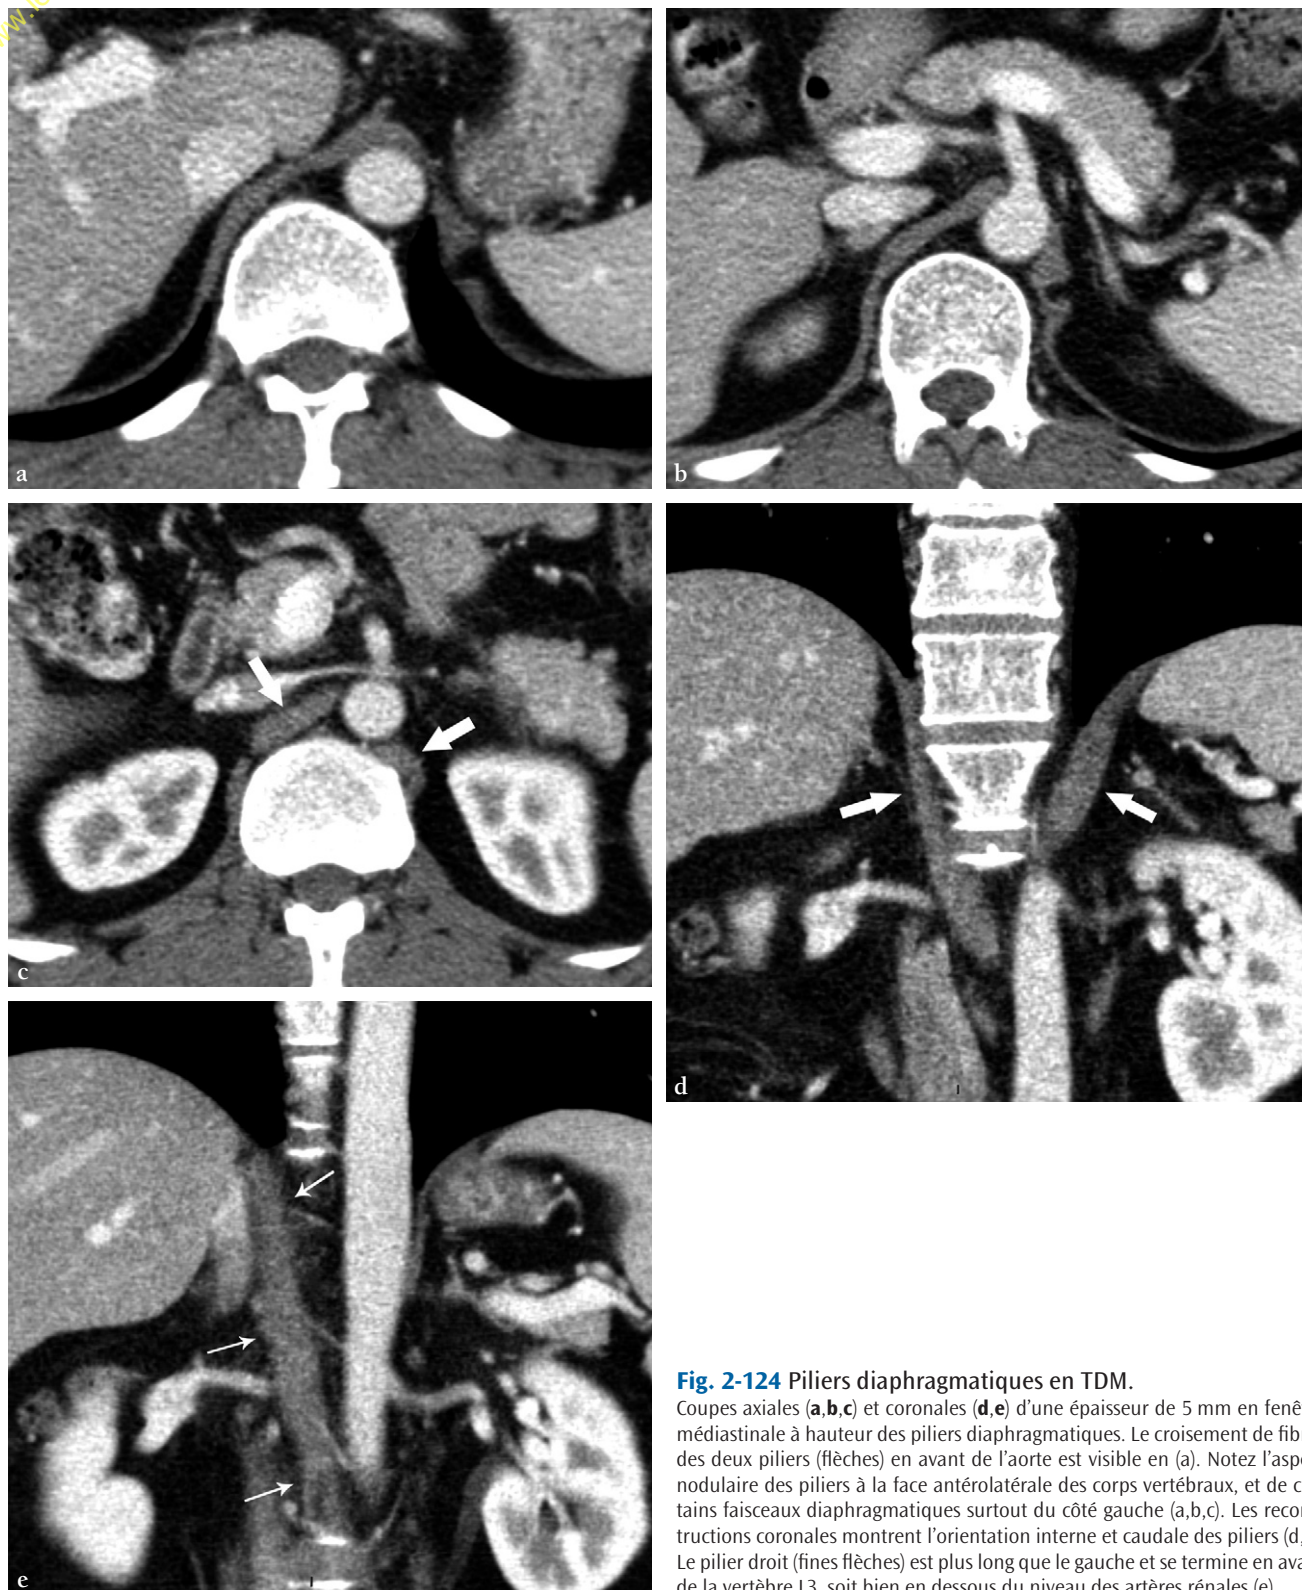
Piliers diaphragmatiques en TDM.
